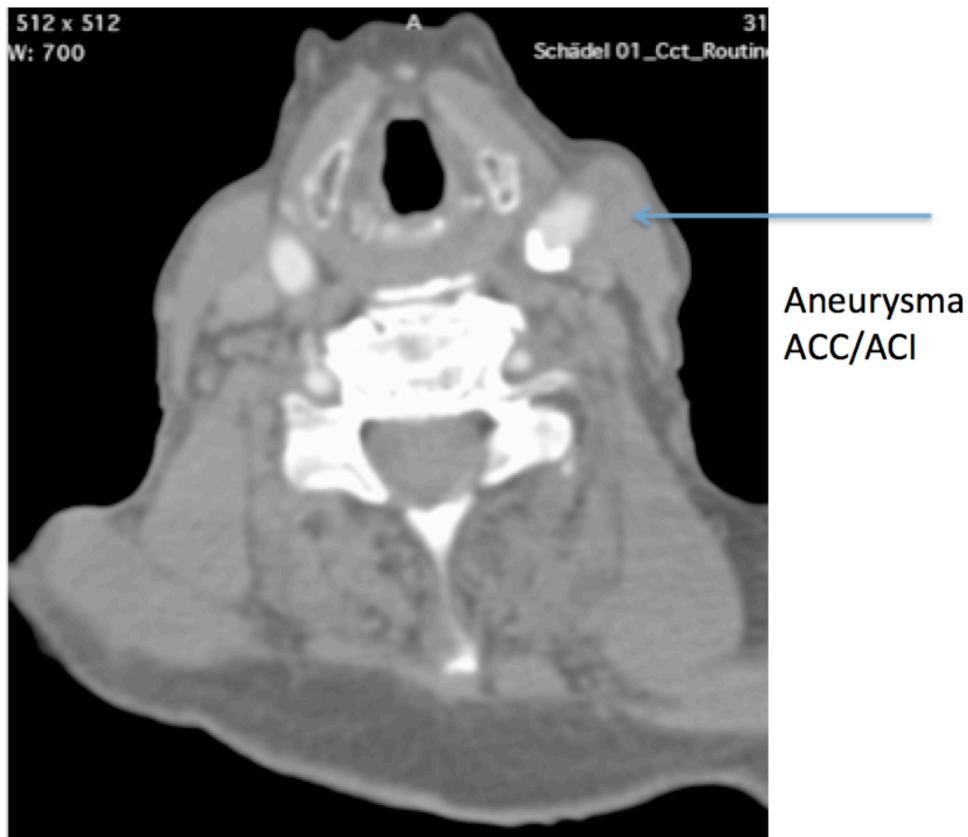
Präoperative MRT mit Aneurysma der ACC und ACI links
